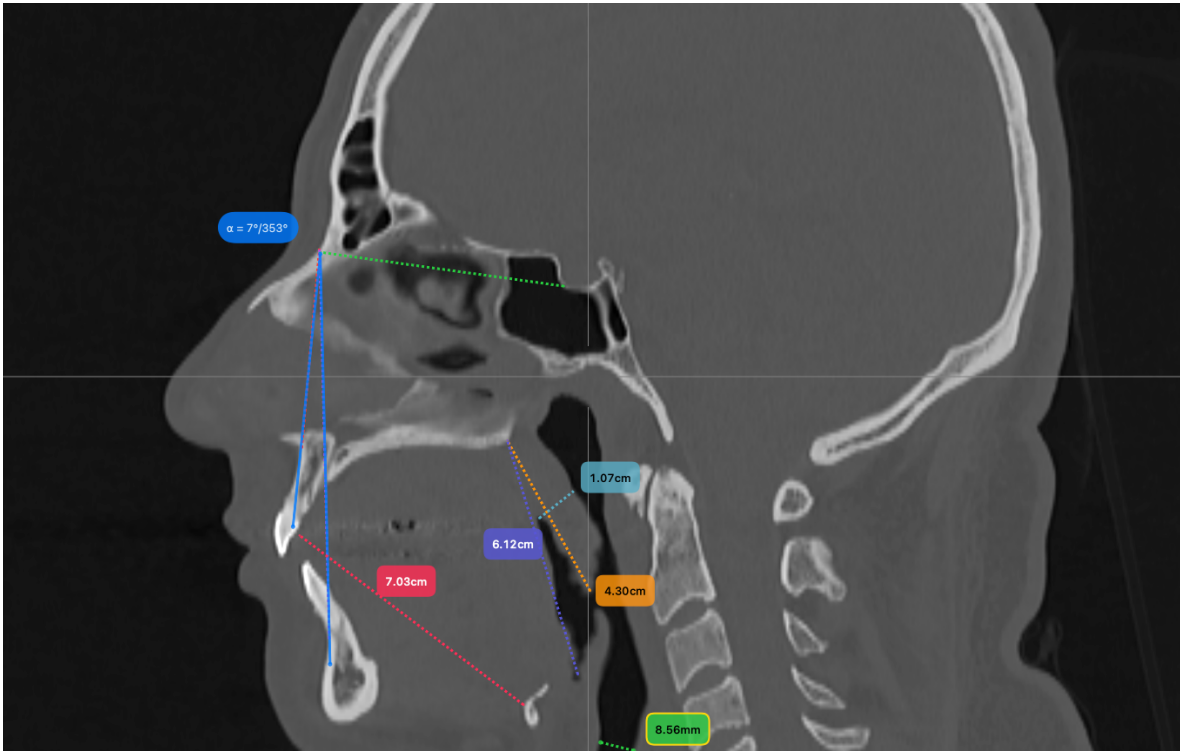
Reconstrucción sagital en MIP por TC de un paciente masculino con patrón craneofacial tipo II. En naranja se observa la longitud del paladar blando (4.30cm), en azul claro el grosor del paladar blando (1.07cm), en rojo la longitud de la lengua (7.03cm), en morado la longitud de la orofaringe (6.12cm) y en verde la longitud del espacio aereo posterior (8.56mm).
